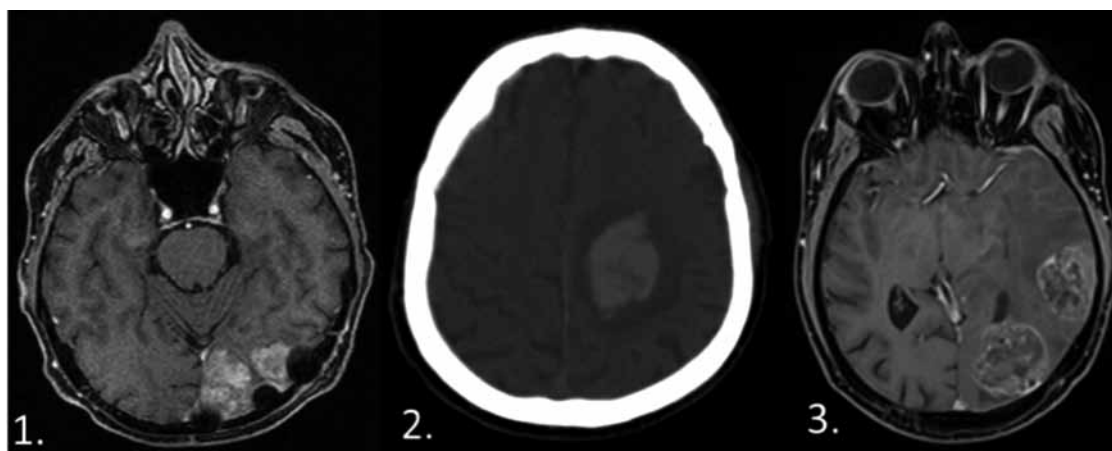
Метастазирование ГЦР в головной мозг: 1. МРТ головного мозга пациента Д. от 27.03.2018; 2. КТ головного мозга пациента Ф. от 26.05.2017; 3. МРТ головного мозга пациента К. от 06.08.2018
